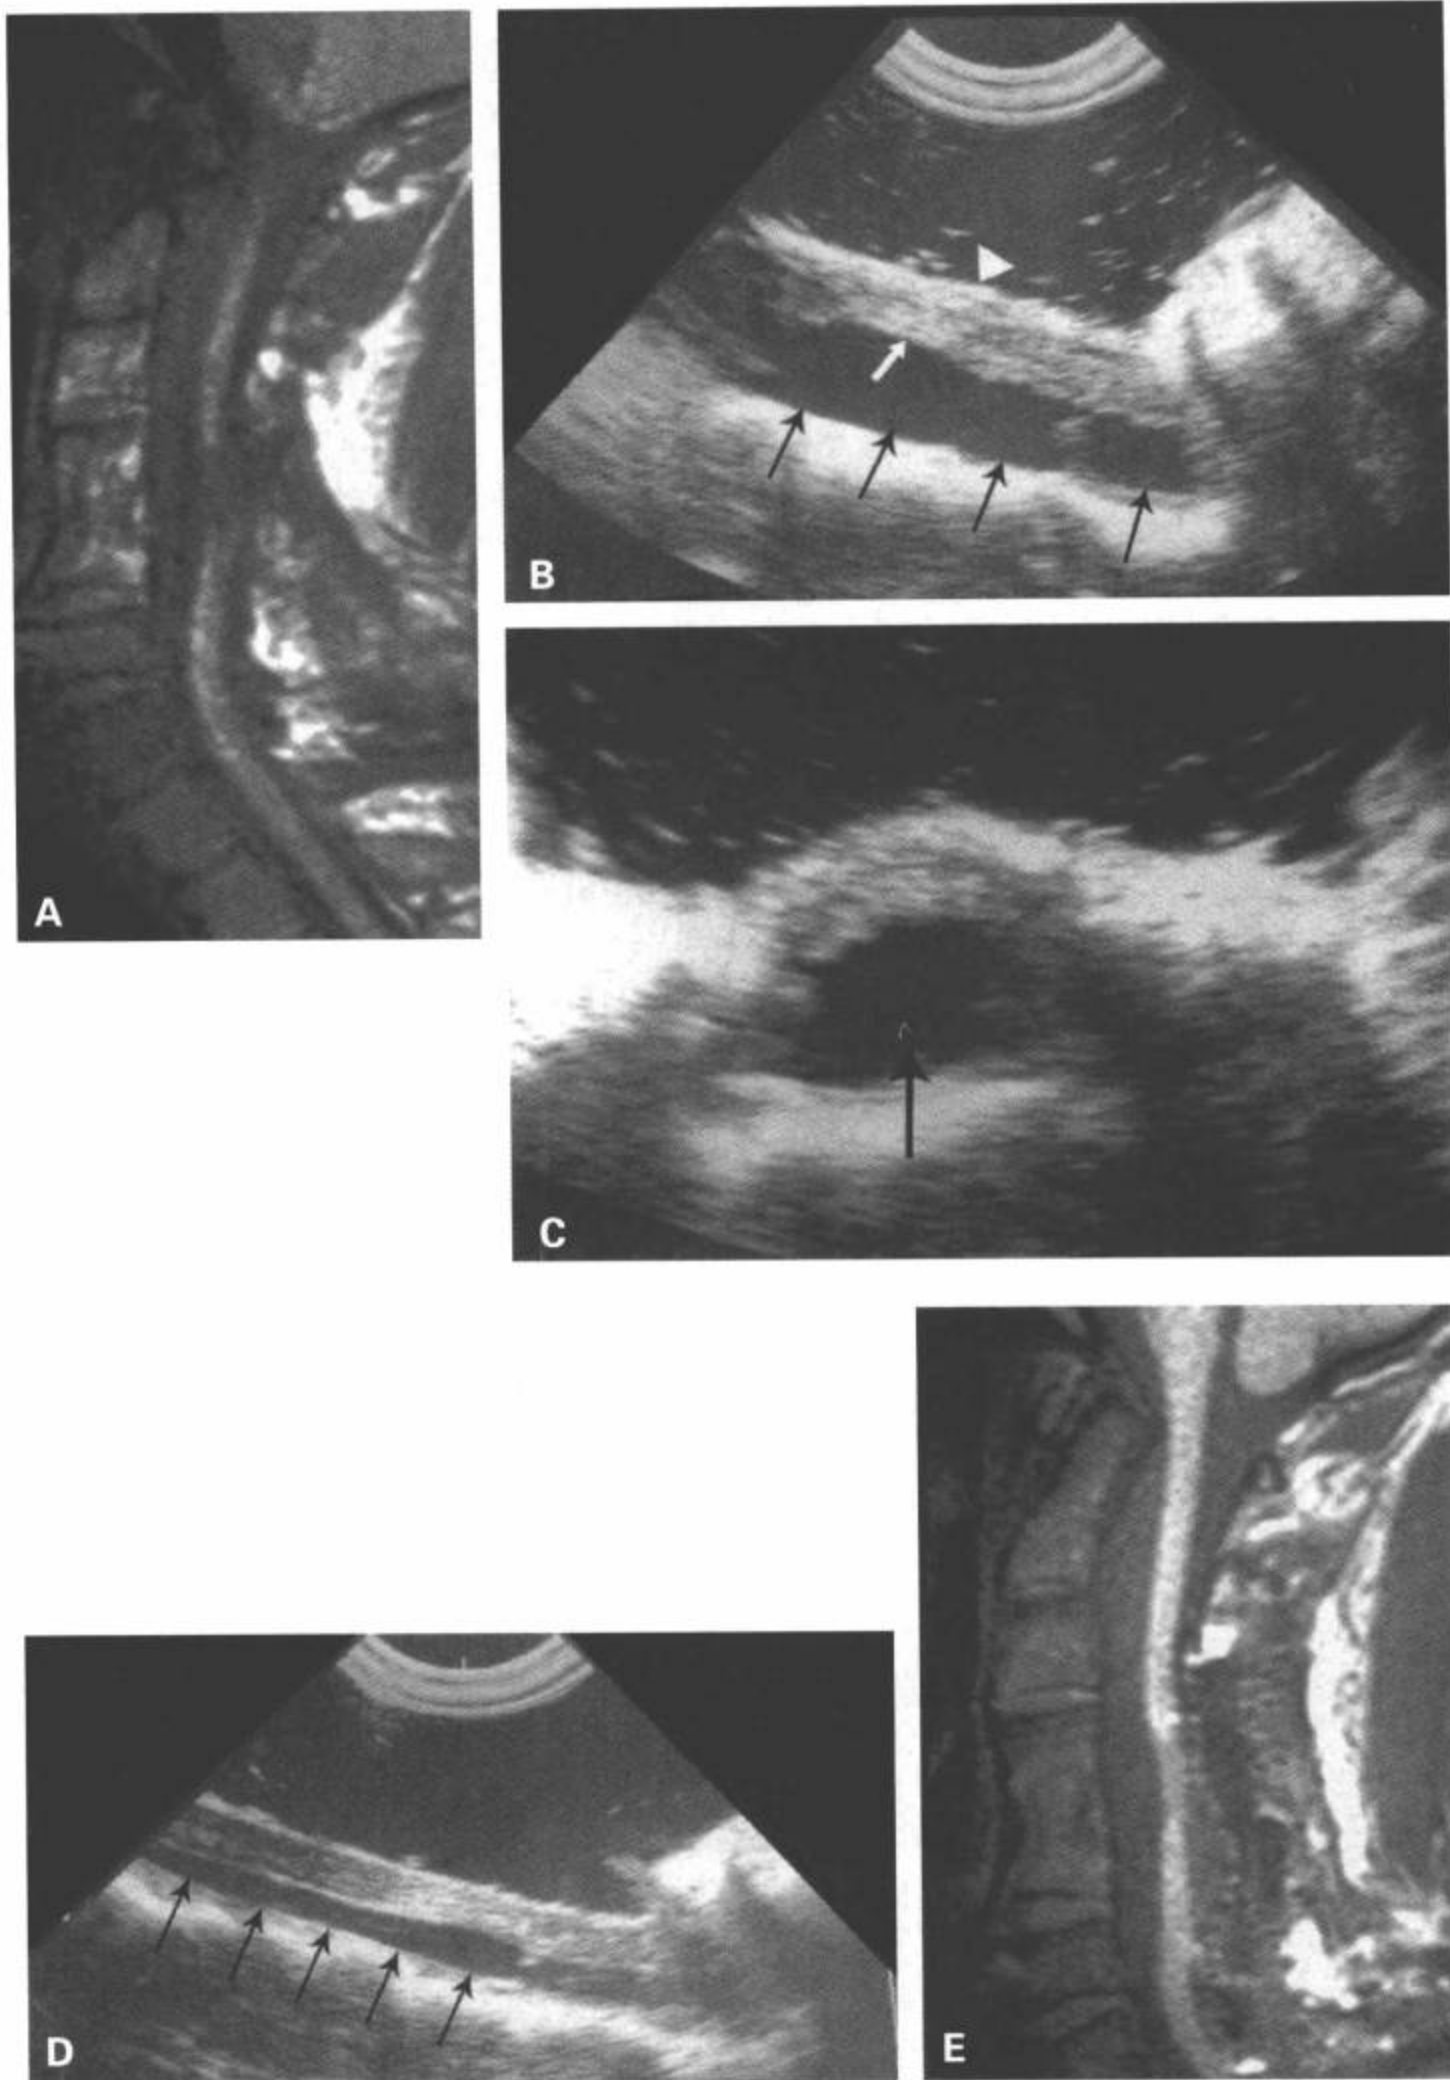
解除栓系前和其后的术中超声检查。这个以前接受前路颈椎椎间盘切除及融合和椎板切除的病人的T1加权矢状面图像(A)显示,萎缩脊髓后部的栓系伴预示脊髓软化的异常低信号。解除栓系前的术中超声检查的矢状面(B)和横断面图像(C)显示,脊髓向后栓系,斜靠于增厚的硬膜上(B中白箭),脊髓实质内可见异常增高的回声区(B中白箭)。腹侧蛛网膜下腔不对称性增宽(B和C中黑箭)。解除栓系后的术中超声的矢状面(D)和矢状面T1加权MRI(E)显示,椎管内蛛网膜下腔的位置较正常,蛛网膜下腔腹侧间隙减小(D中黑箭)。(Reproduced from Falcone S, Quencer RM, Green BA, et al. Progressive posttraumatic myelomalacic myelopathy (PPMM): imaging and clinical features AJNR. 1994;15(4):747-754, with permission.)
